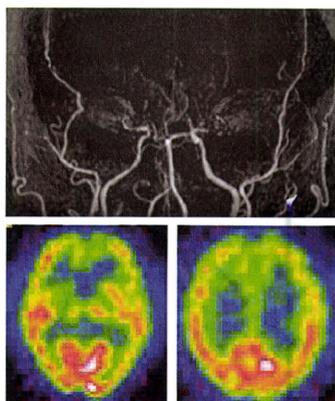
症例3. 頭部MRA(上段)では, 両側内頸動脈は終末部で閉塞. Tc-99m ECD SPECT(下段)では, 両側前頭側頭葉皮質, 右側頭葉内側, 右基底核で血流低下がみられた。
